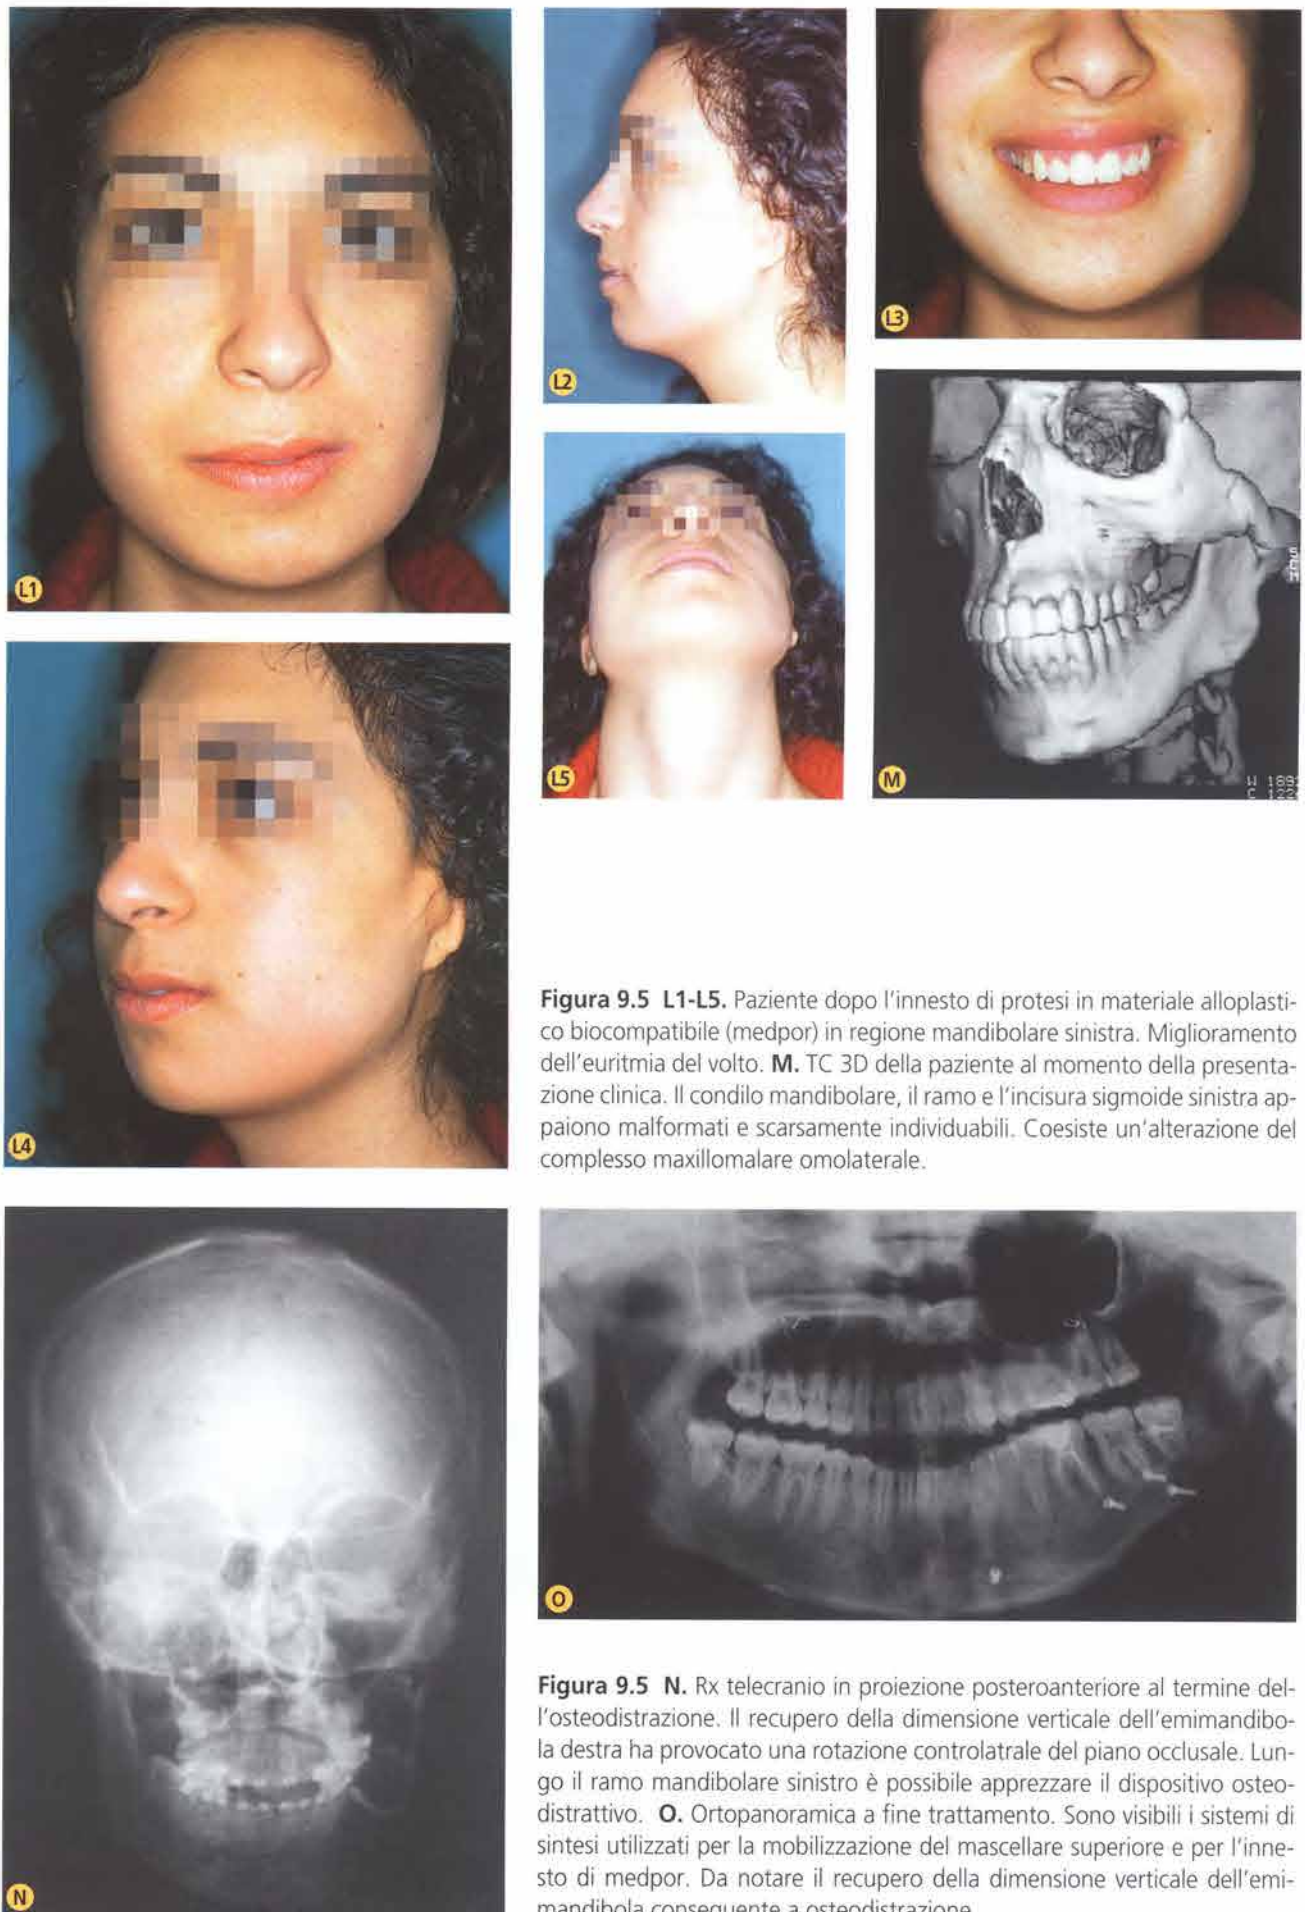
L1-L5. Paziente dopo l'innesto di protesi in materiale alloplastico biocompatibile (medpor) in regione mandibolare sinistra. Miglioramento dell'euritmia del volto. M. TC 3D della paziente al momento della presentazione clinica. Il condilo mandibolare, il ramo e l'incisura sigmoide sinistra appaiono malformati e scarsamente individuabili. Coesiste un'alterazione del complesso maxillomolare omolaterale.
